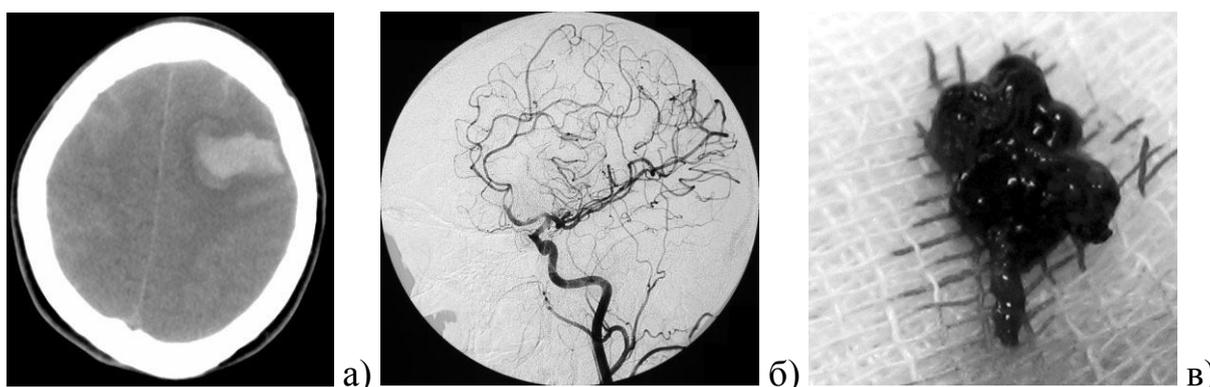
Ангиографически скрытая АВМ левой лобной доли: а) субкортикальная ВМГ при КТ; б) отсутствие патологии сосудов мозга при каротидной ангиографии в косой проекции; в) удаленная мальформация, интраоперационная фотография.
